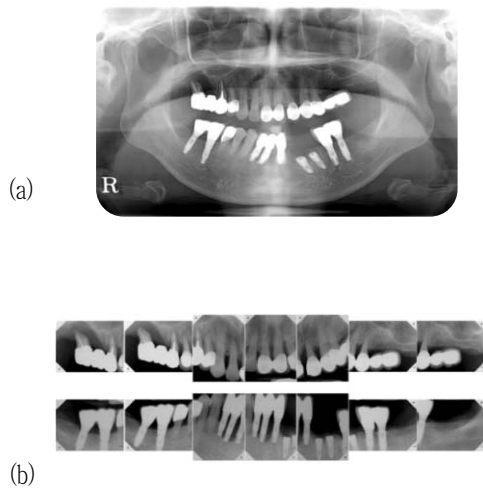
(a) Panoramic radiograph
